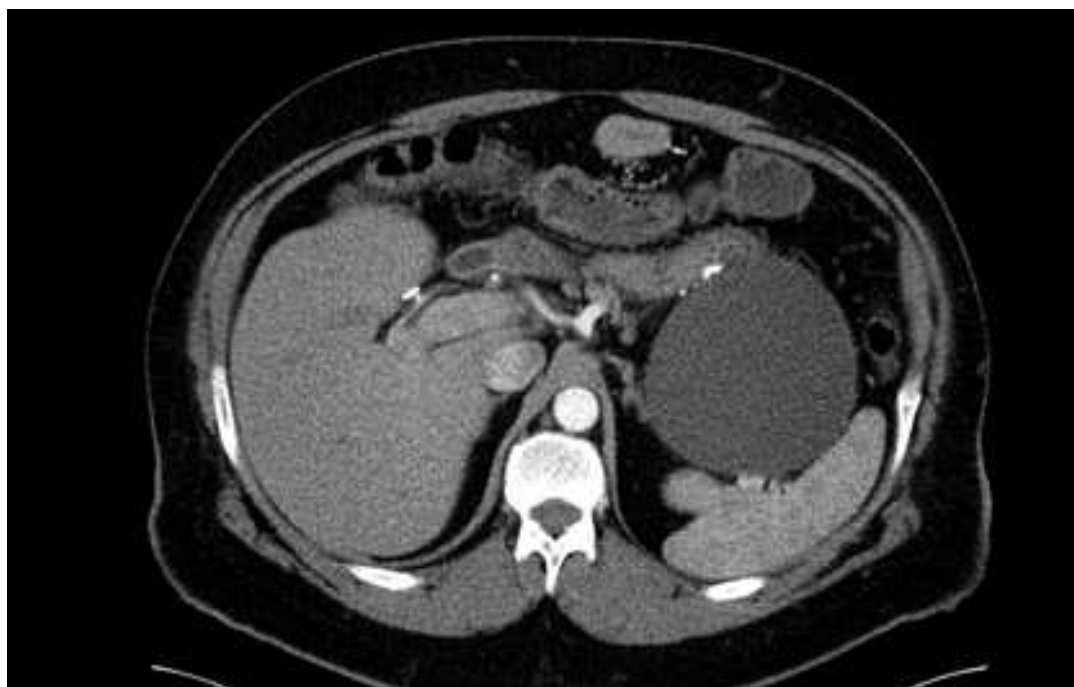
TC de abdomen con contraste: masa quística unilocular de 12 cm adyacente a los cambios postquirúrgicos del bypass, sugestiva de linfocele.
